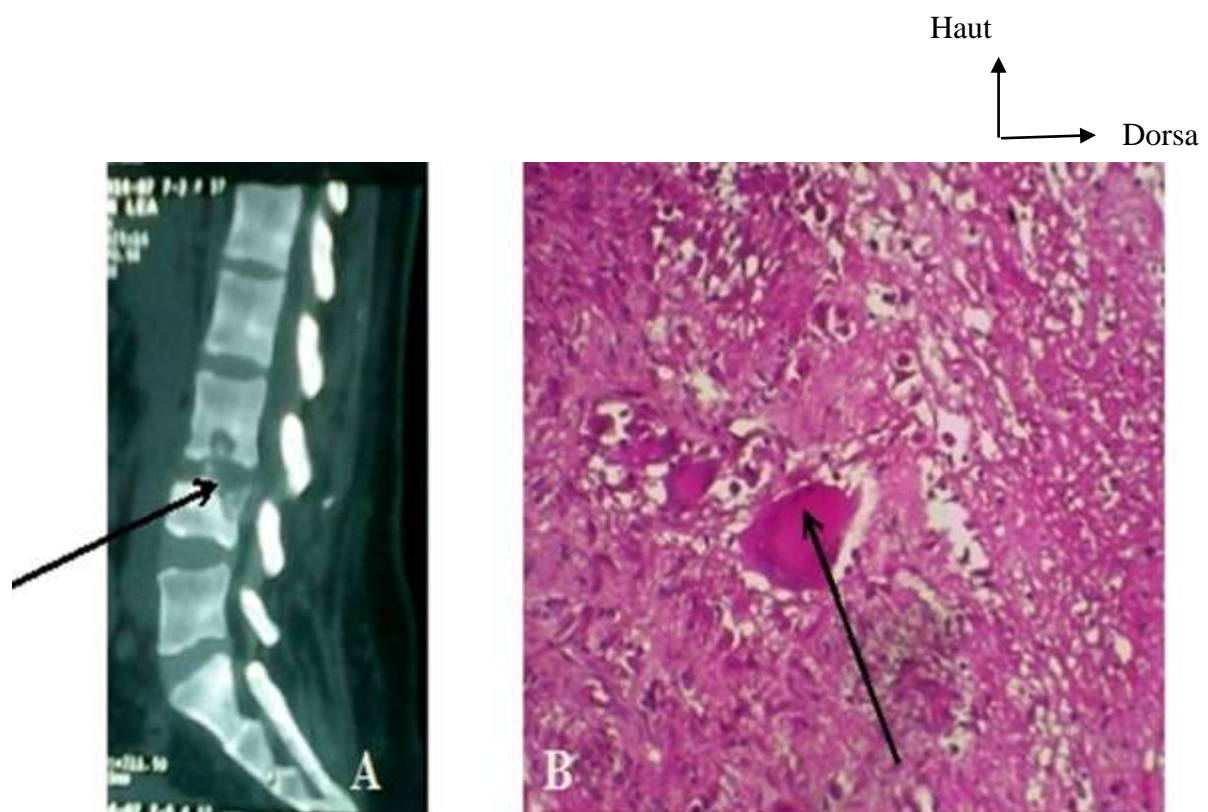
(A) : TDM du rachis lombaire en reconstruction sagittale mettant en évidence une spondylodiscite L3-L4. [21]
